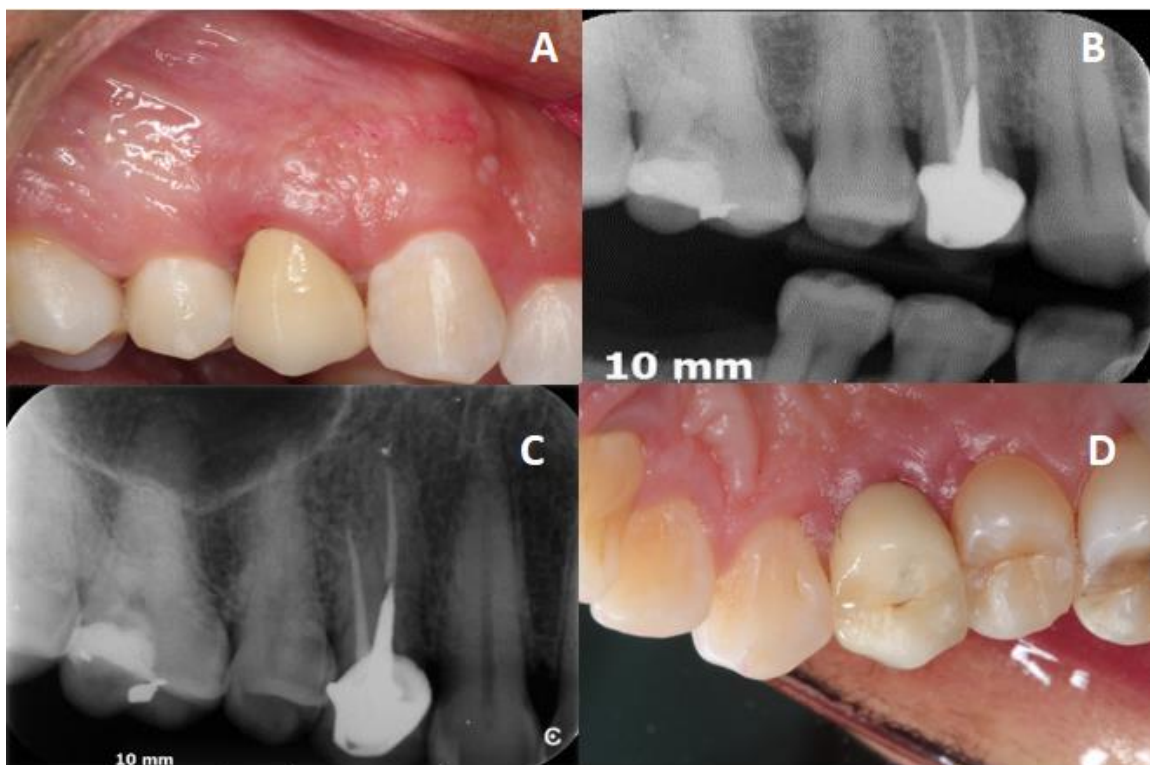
a) Vista vestibular da coroa adaptada; b) Radiografia interproximal com a coroa adaptada ; c) radiografia periapical com coroa adaptada; d) vista palatina da coroa adaptada
